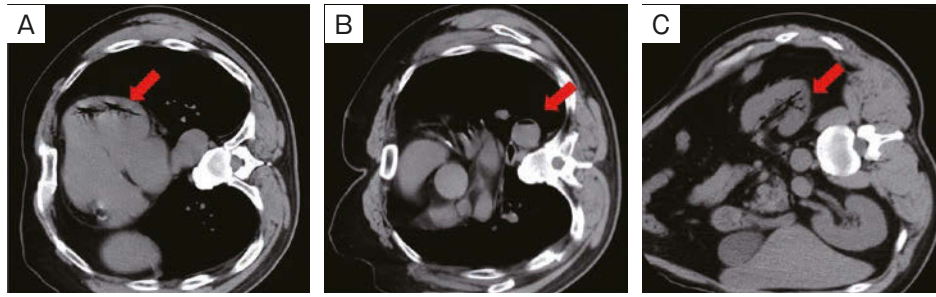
The post-procedure CT image (after 7 minutes) showed gas in the left ventricle (A), the aorta (after 13 minutes) (B), and the left renal artery (after 30 minutes) (C). Arrows: air.
